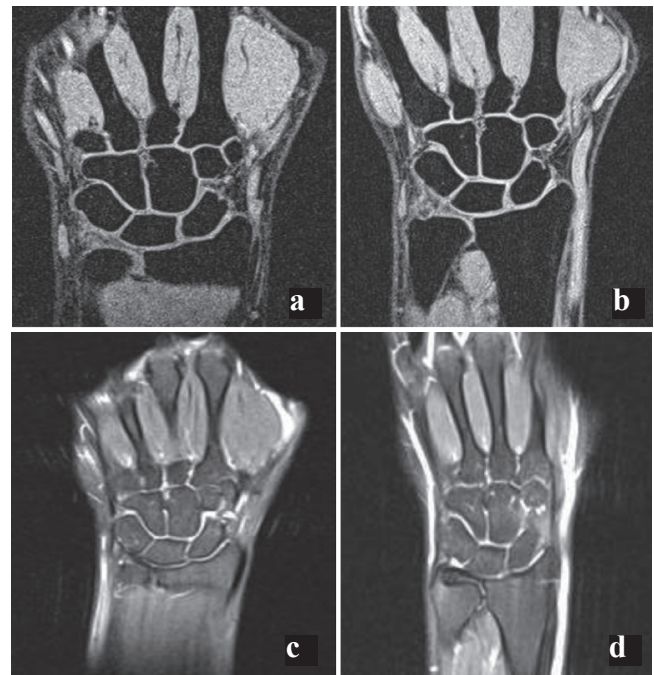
МР-изображения кистей двух здоровых добровольцев, полученные на томографе 1,5 Тл со специализированной 4-канальной катушкой для коленного сустава (а, с) и разработанным метаустройством (b, d) – T<sub>1</sub>-градиентное эхо (T<sub>1</sub>-Vibe) (а, b) и T<sub>2</sub>-ВИ (с, d)
